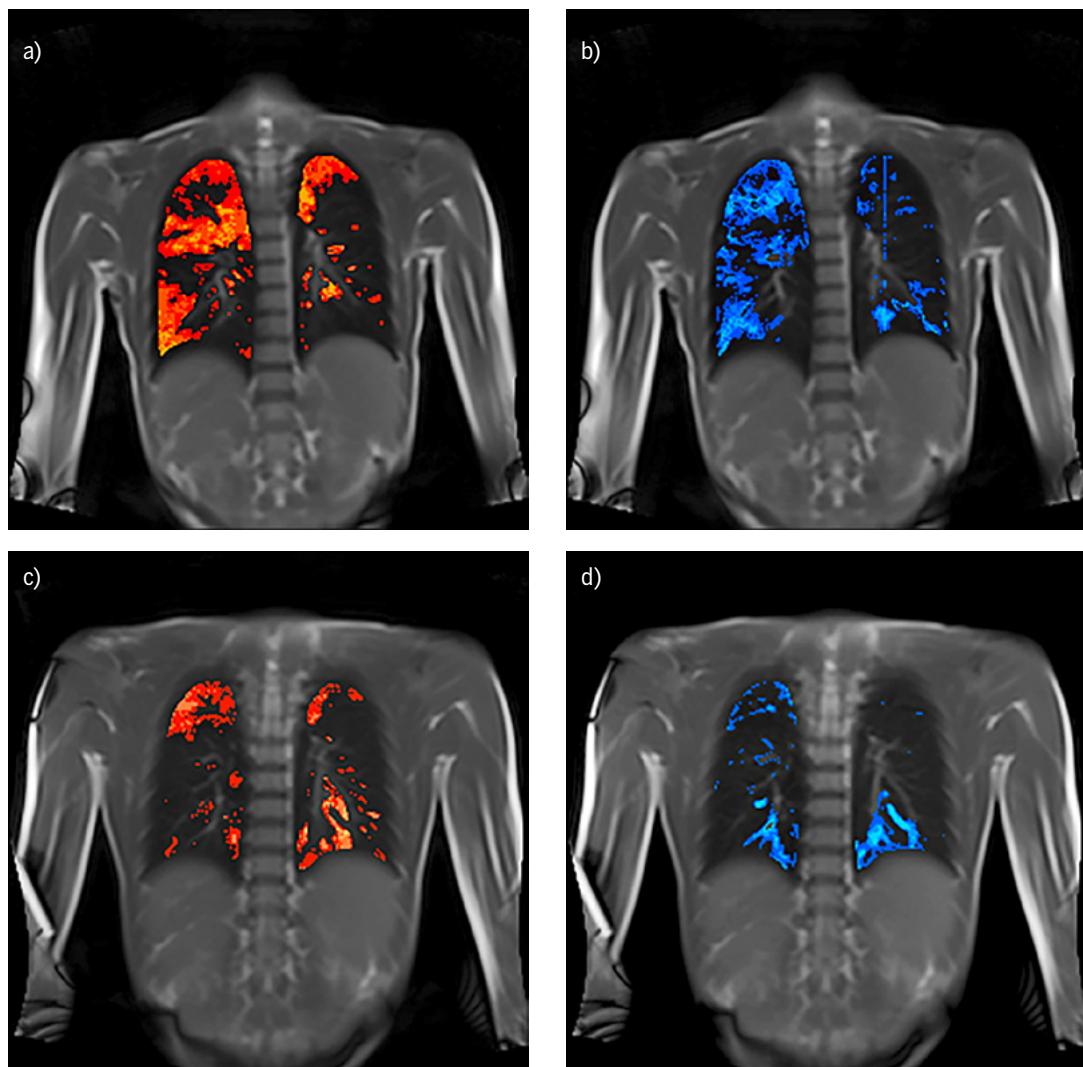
Images d'IRM fonctionnelle de la patiente âgée actuellement de 15 6/12 ans. Avant Trikafta® (12/2019) bronchiectasies avec épaissement des parois bronchiques dans les deux lobes inférieurs, le lobe moyen à droite et les deux lobes supérieurs, avec encombrement par du mucus dans le lobe supérieur droit. Après le début de traitement par Trikafta® (11/2020, images du 03/2021) disparition des bronchiectasies, uniquement discret épaissement des parois bronchiques du lobe supérieur gauche, sans encombrement par du mucus.
